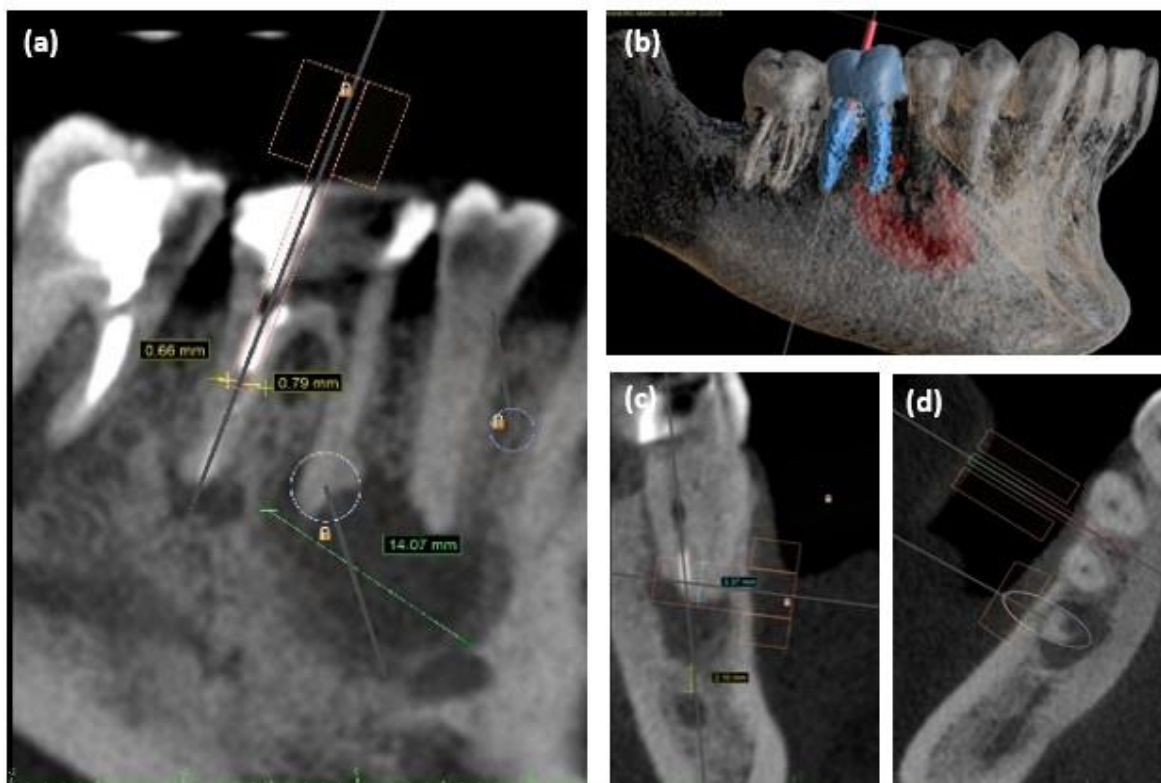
Imagens pré-operatórias de tomografia computadorizada de feixe cônico (CBCT) da fase de design assistido por computador (CAD). (a) A visão panorâmica do CBCT exibe o planejamento CAD para a remoção do pino, bem como a largura das paredes distal e mesial da raiz distal (0,66 mm e 0,79 mm, respectivamente). Um círculo branco na raiz mesial representa a área para a apicectomia, e a linha verde indica a largura da lesão (14,7 mm) e a proximidade ao forame mental (asterisco branco). (b) A reconstrução 3D da mandíbula com a broca virtual para a remoção do pino de fibra de vidro na raiz distal e a lesão (área vermelha). (c) A luva virtual, a medida apical (3,37 mm) e a distância da lesão ao canal mandibular (2,1 mm) na área escolhida para osteotomia/apicectomia. (d) vista axial mostra luvas virtuais para a trepanação osteotomia/apicectomia e a broca virtual para o pino de ancoragem.
